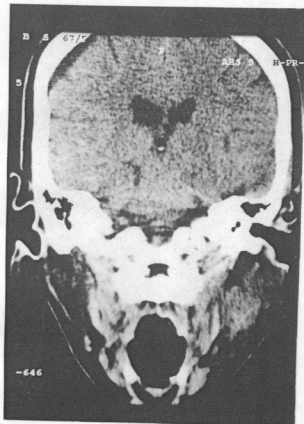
Preoperative coronal CT scan shows heterogenous, bilobed mass(dumbell shape),which the inferior portion of mass is isodense but superior portion is hypodense with muscle intensity in right infratemporal fossa.
